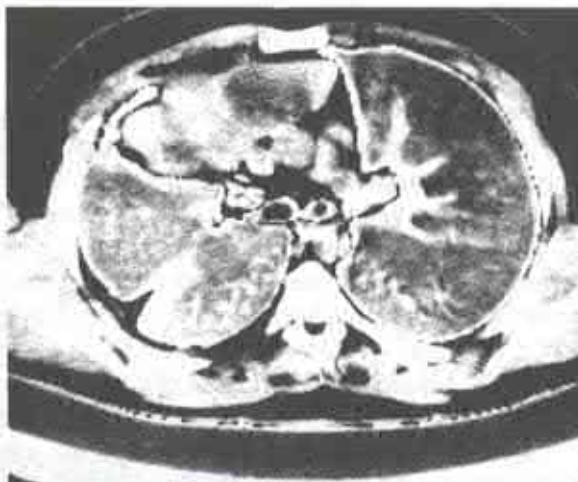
Tomografie computerizată.
